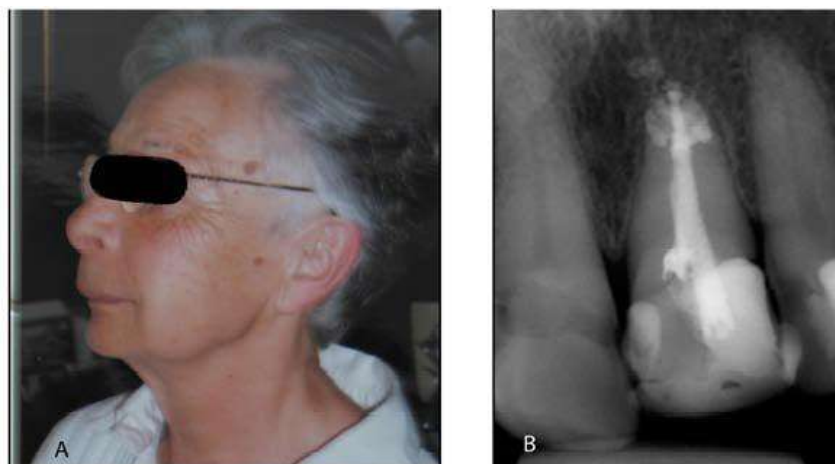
Caso no.1 A) vista lateral del paciente 6 días después de la extrusión de NaOCl en el incisivo central superior izquierdo. B) radiografía periapical que muestra la lesión periapical que presentaba el diente afectado un año antes de la extrusión de NaOCl.
